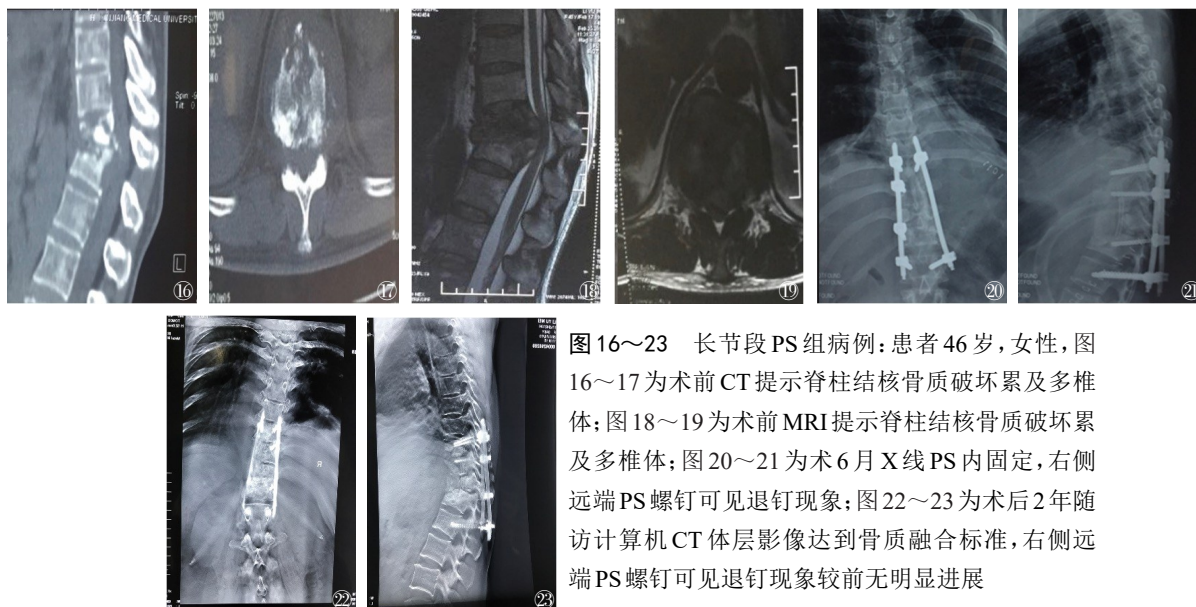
~23 长节段PS组病例:患者46岁,女性,图16~17为术前CT提示脊柱结核骨质破坏累及多椎体;图18~19为术前MRI提示脊柱结核骨质破坏累及多椎体;图20~21为术6月X线PS内固定,右侧远端PS螺钉可见退钉现象;图22~23为术后2年随访计算机CT体层影像达到骨质融合标准,右侧远端PS螺钉可见退钉现象较前无明显进展
